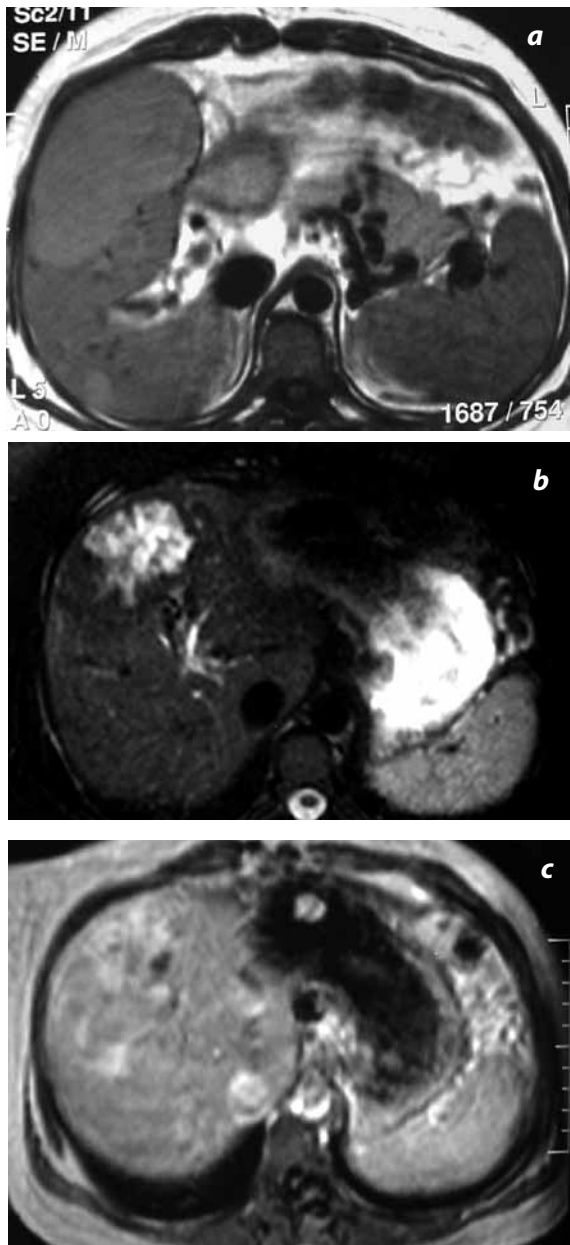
Hepatocarcinoma: (a) IRM con información en T1: lesión bien definida, ligeramente hiperintensa respecto al parénquima hepático, con cápsula con menor intensidad de señal. (b) Se comporta hiperintensa en la secuencia de T2 FS. (c) Realza en forma heterogénea con el medio de contraste, delimitándose por una cápsula en la fase tardía.
